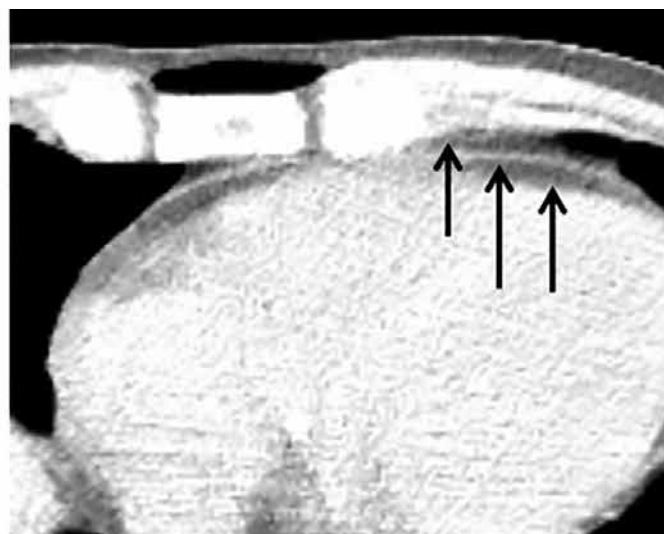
М-В ранение. Ушиб сердца и левого легкого. Многооскольчатые перелом 9,10 ребер слева со смещением отломков. Отек перикарда. На КТ, выполненных по обычной программе исследования, и увеличенном фрагменте отчетливо определяются все стенки перикарда и прилежащие к нему слои жировой клетчатки: 1-й слой, 2-й слой 3-й слой
